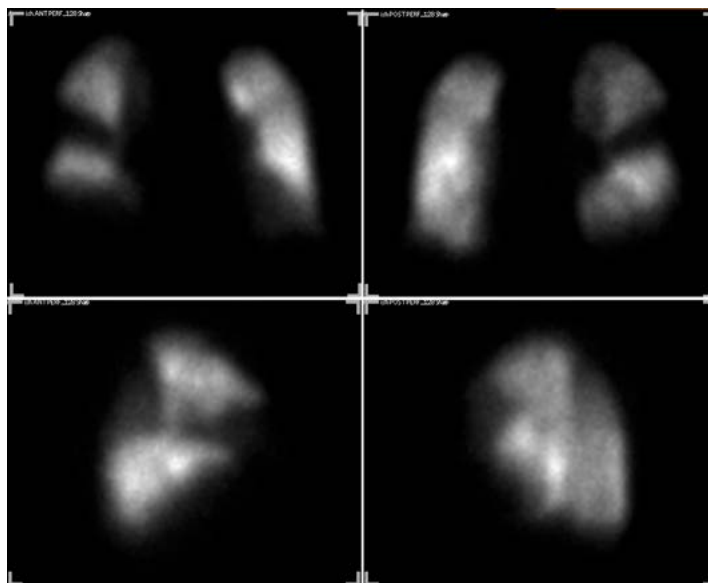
Картина перфузии легких у пациента на 2 сутки острой ТЭЛА в бассейне правой легочной артерии (клиновидные обширные дефекты перфузии 2-3-го сегментов правого легкого) на фоне признаков ранее перенесенной тромбоэмболии в бассейне левой легочной артерии (дефекты перфузии в проекции 1, 2, 3 сегментов левого легкого).
